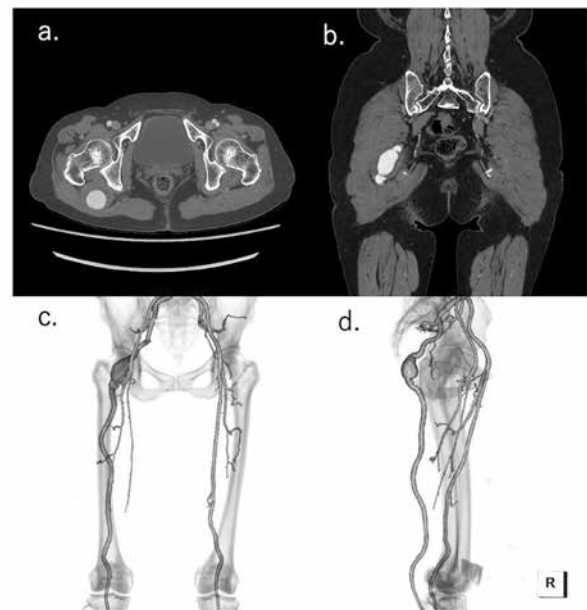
The pre-operative enhanced CT images (Fig. 1a, 1b) and CT Angiography (Fig. 1c, 1d) images.
